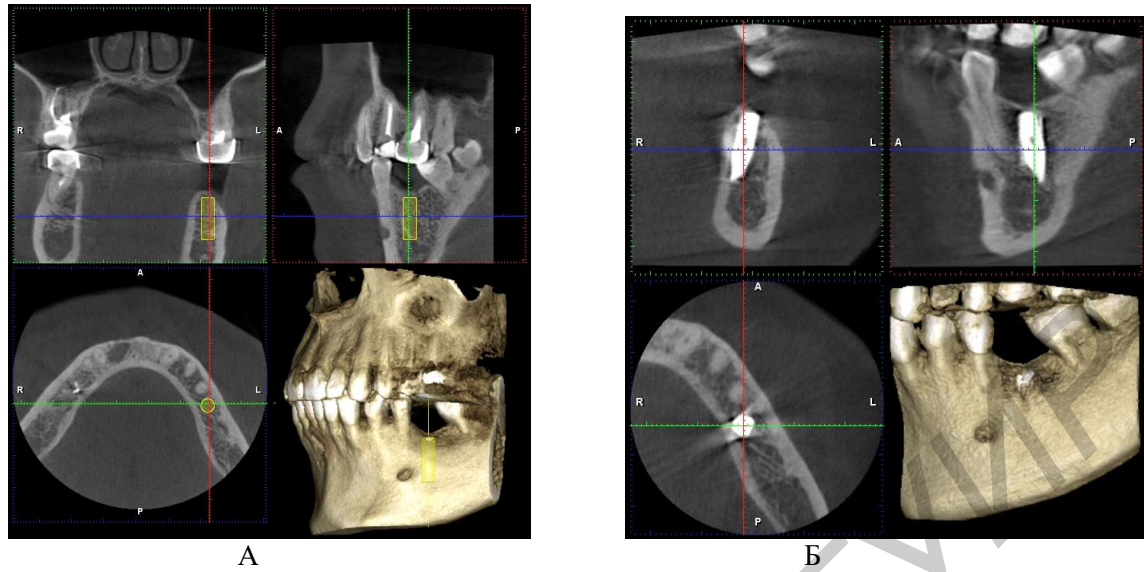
Компьютерная томограмма пациента.
